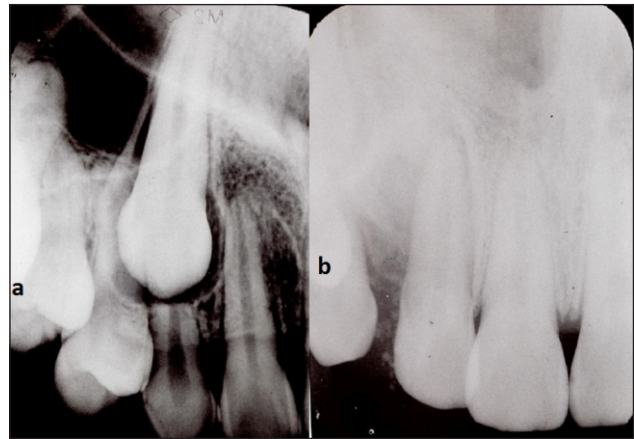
Radiografia periapical mostrando presença de canino incluso no seu interior. Aspecto radiográfico do pós-operatório (a e b).
